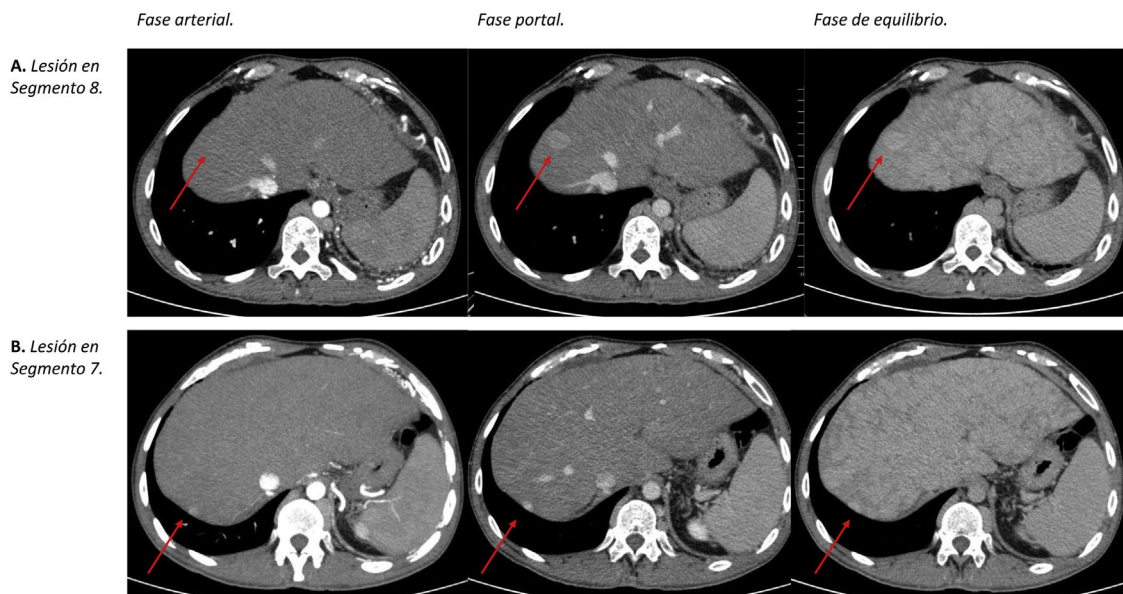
TC multifase al diagnóstico.
